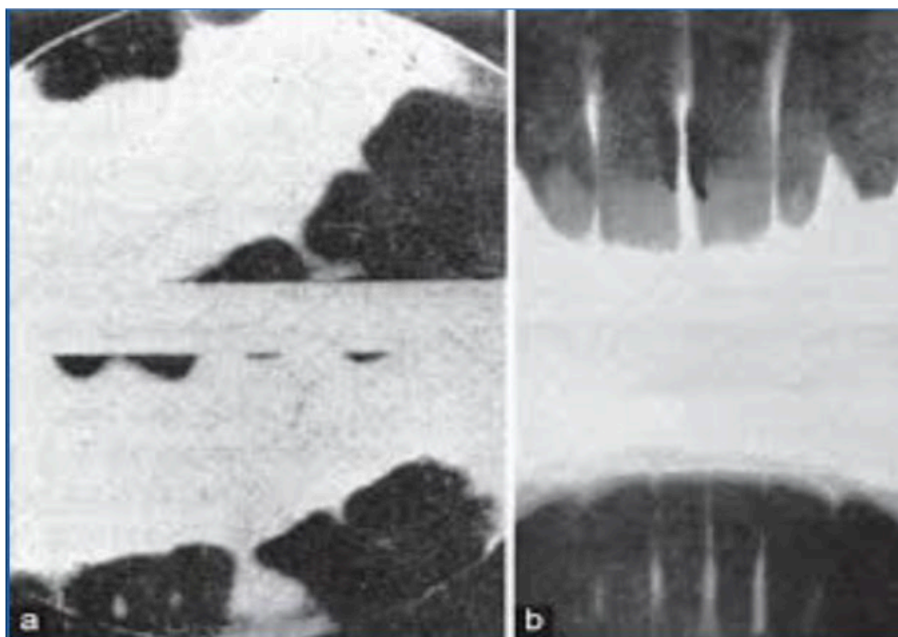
Первые образцы рентгенограммы зубов (Otto Walkhoff 1896г.).
